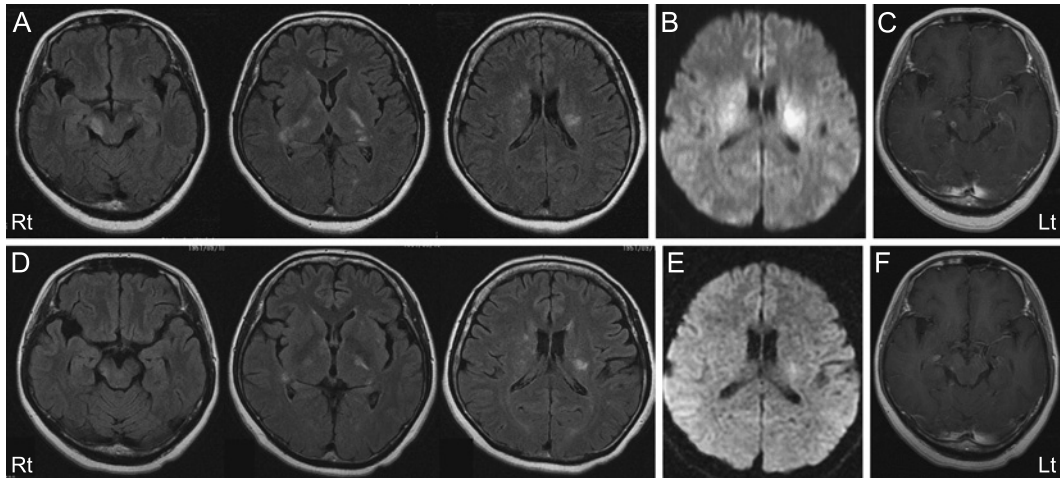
MRI obtained at the onset (A, B, C) and two weeks after steroid therapy (D, E, F).
